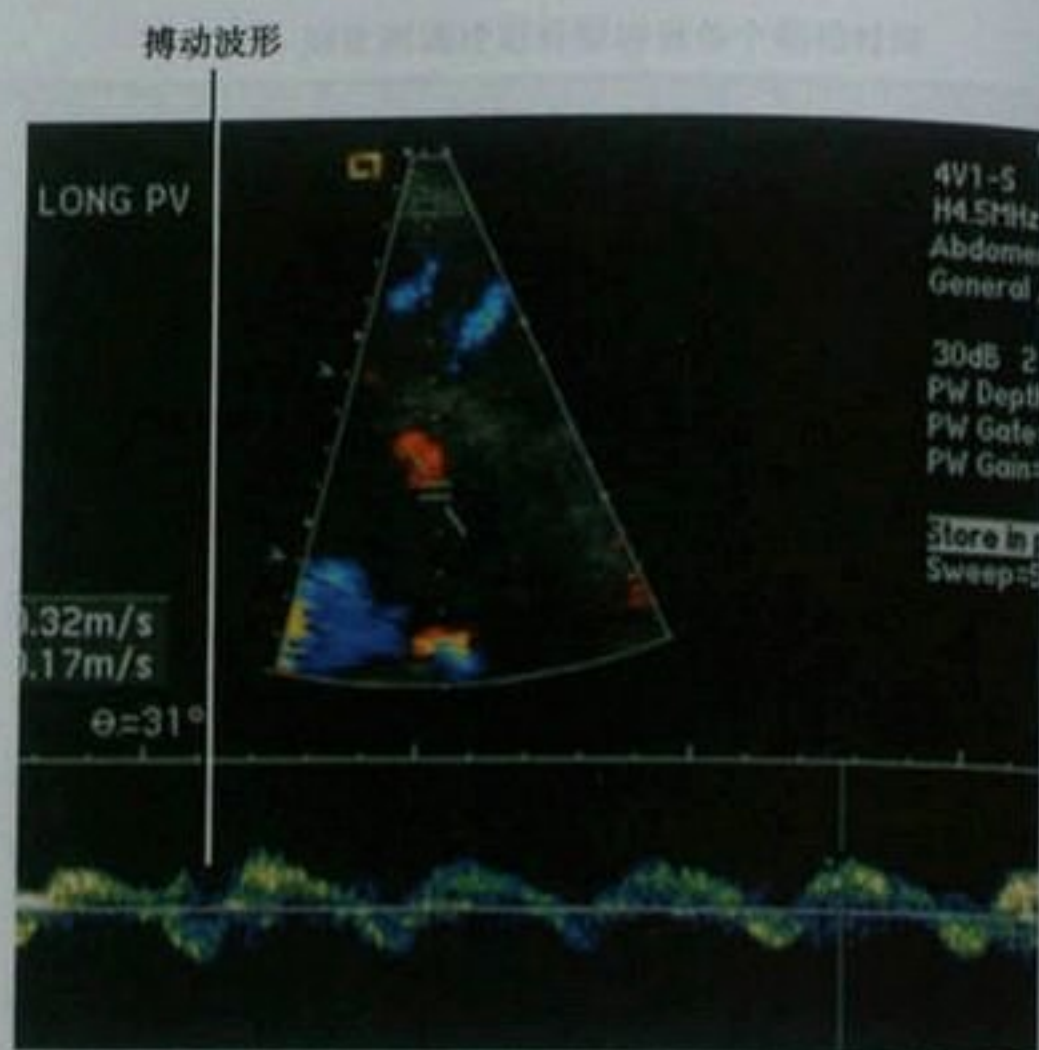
充血性心力衰竭患者的门静脉多普勒超声
